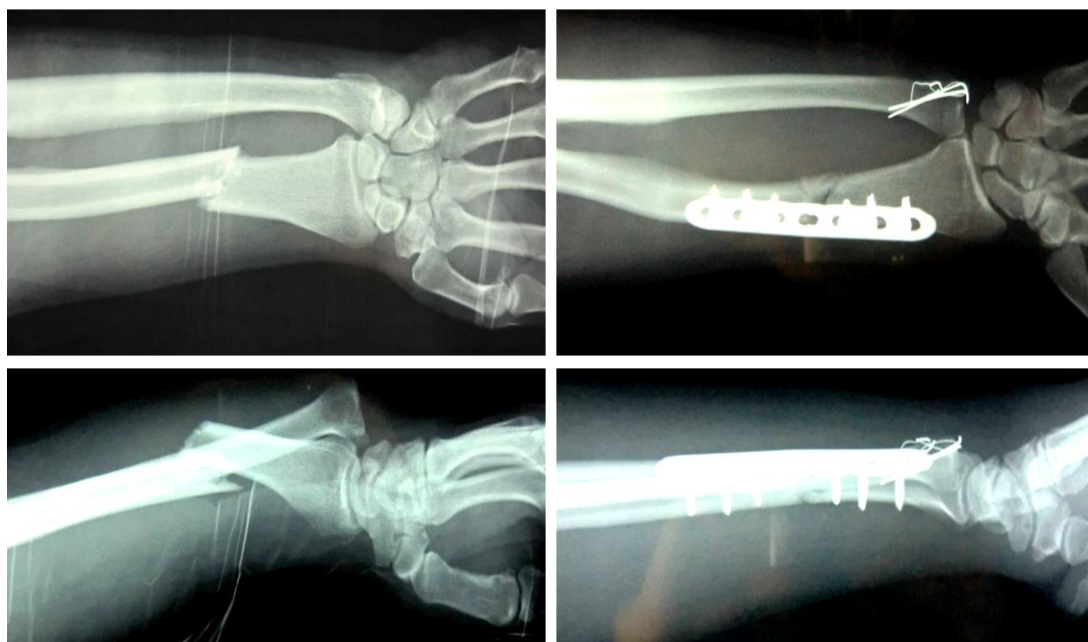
受傷時(a,b)と観血的整復術後(c,d)のX線像
